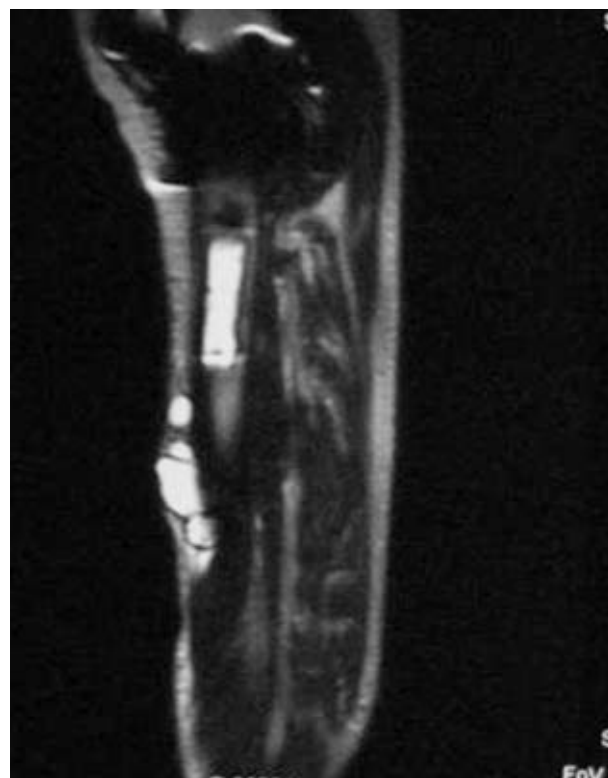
Caso 2. Imagen RMN. En T2 señal de alta intensidad.
